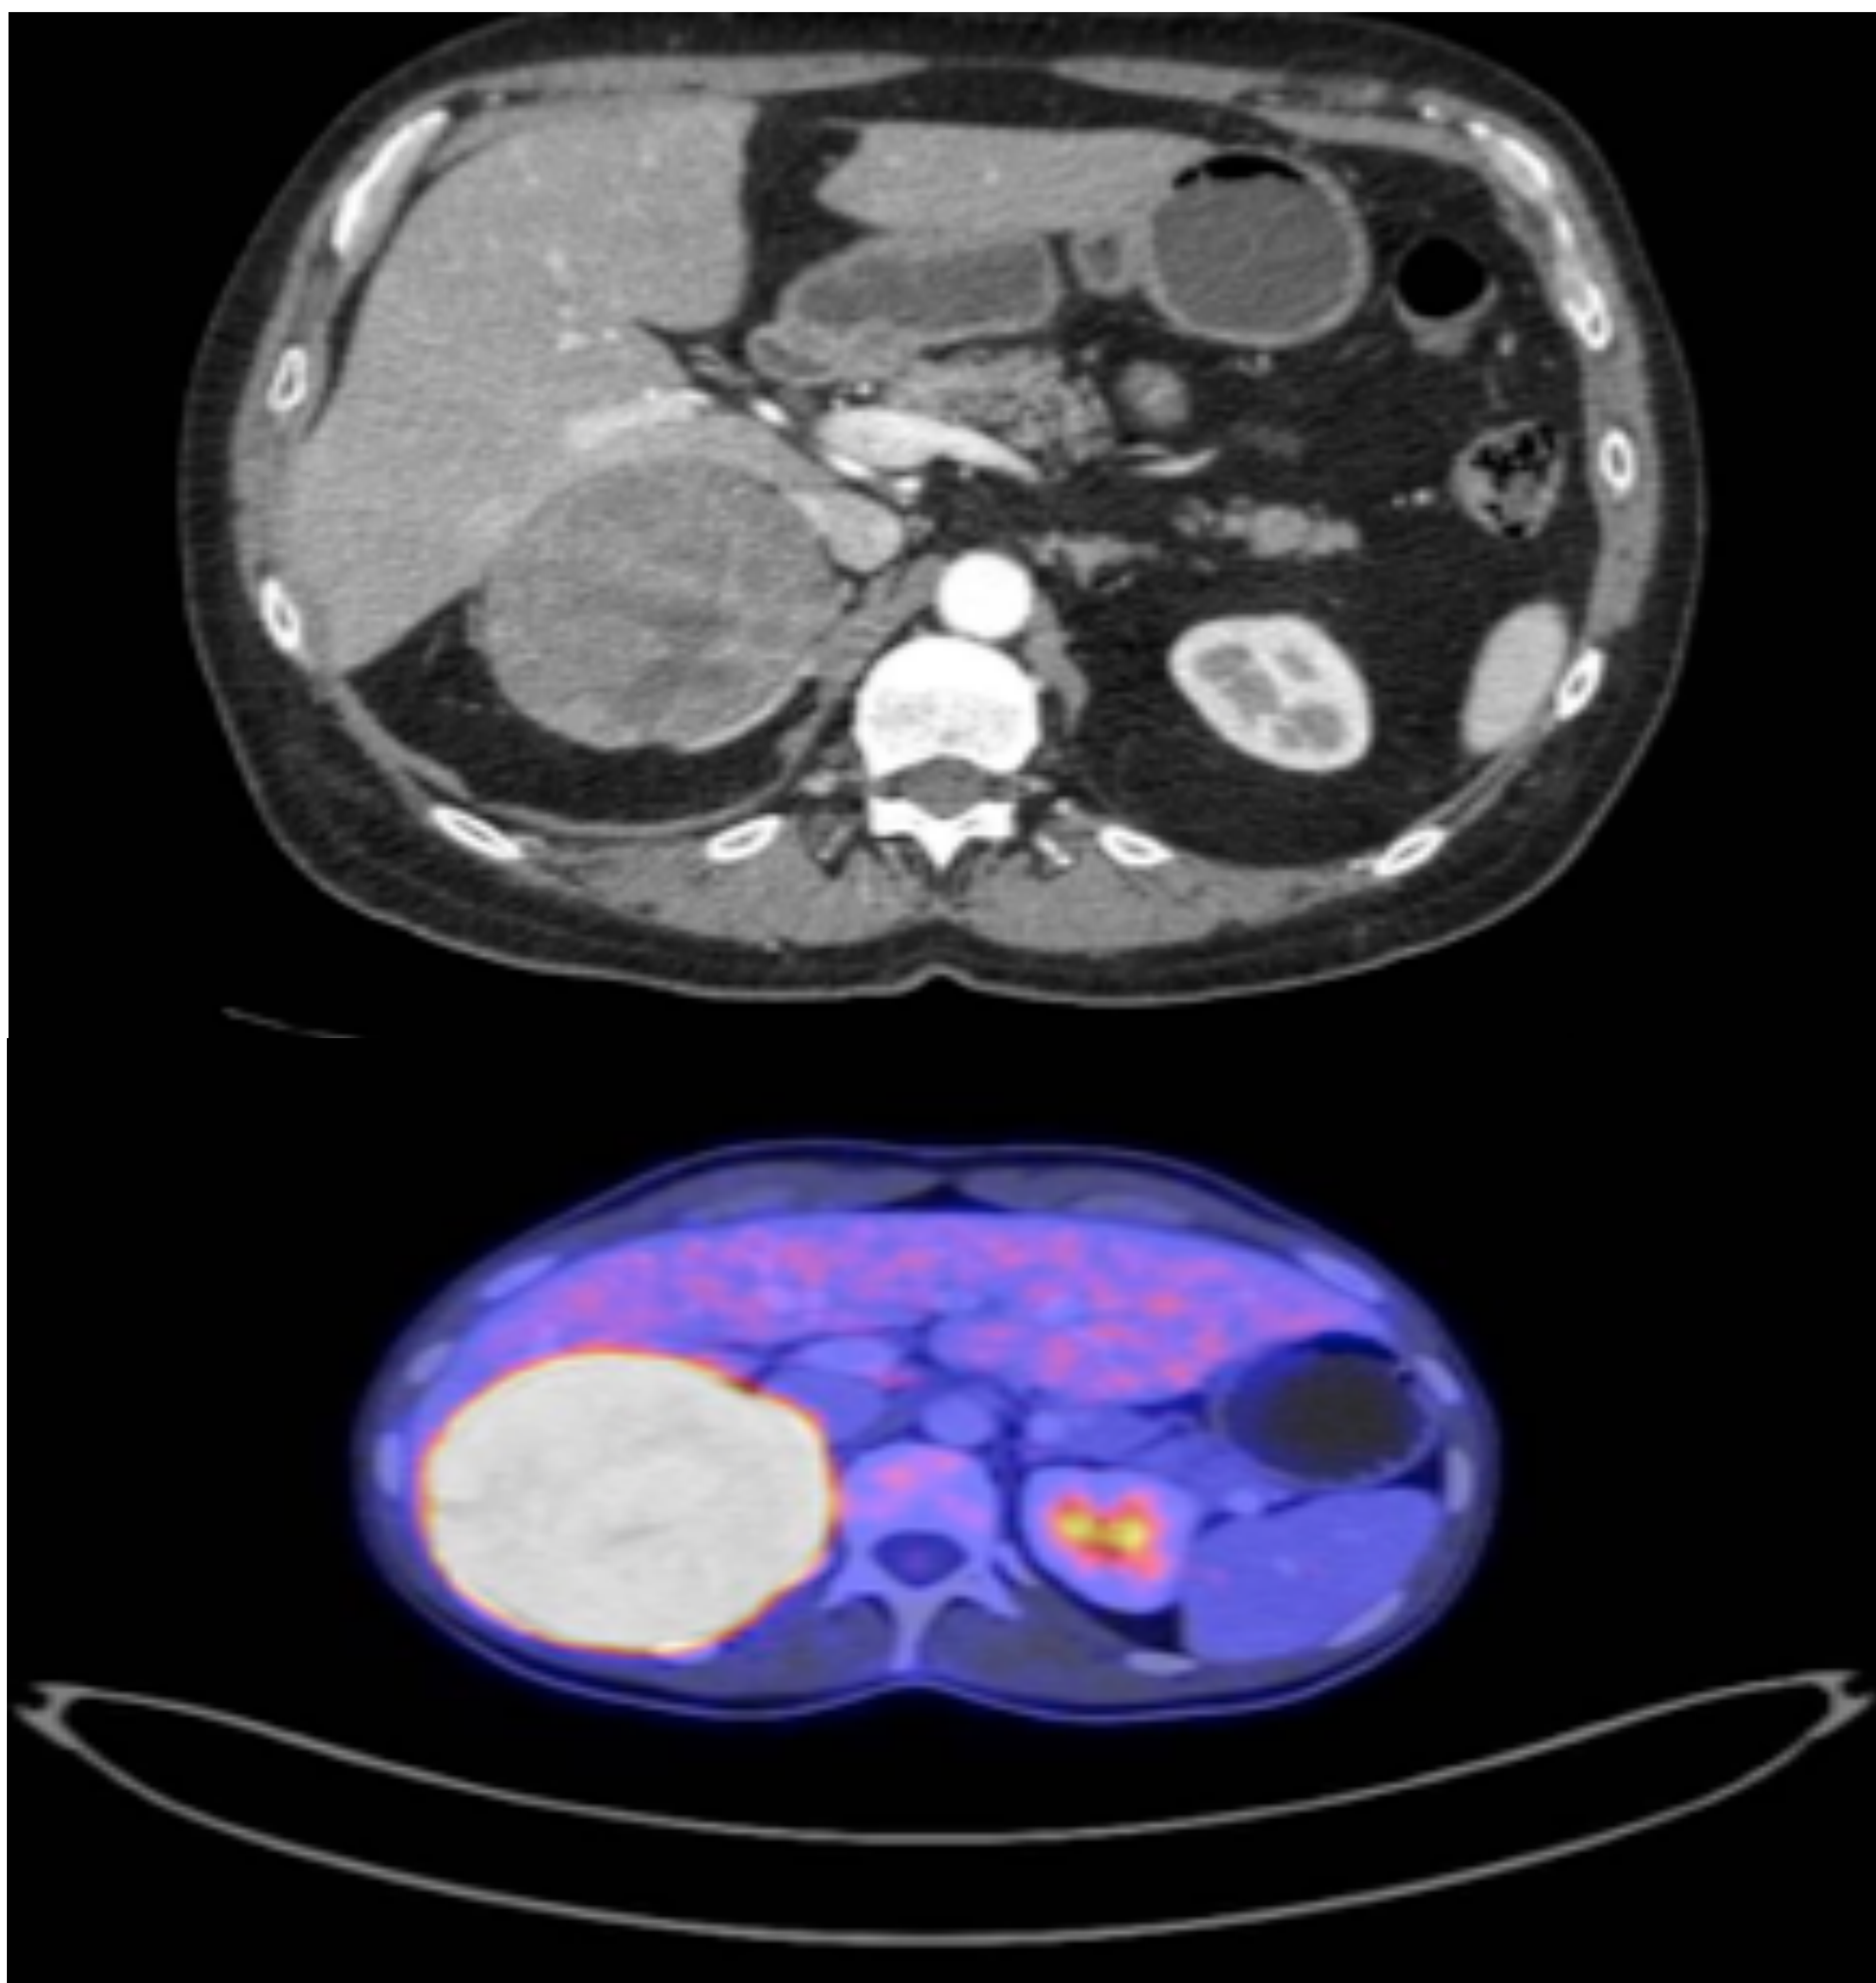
Masa suprarrenal derecha de densidad heterogenea con intensa captación en PET-TC, compatible con lesión maligna.
